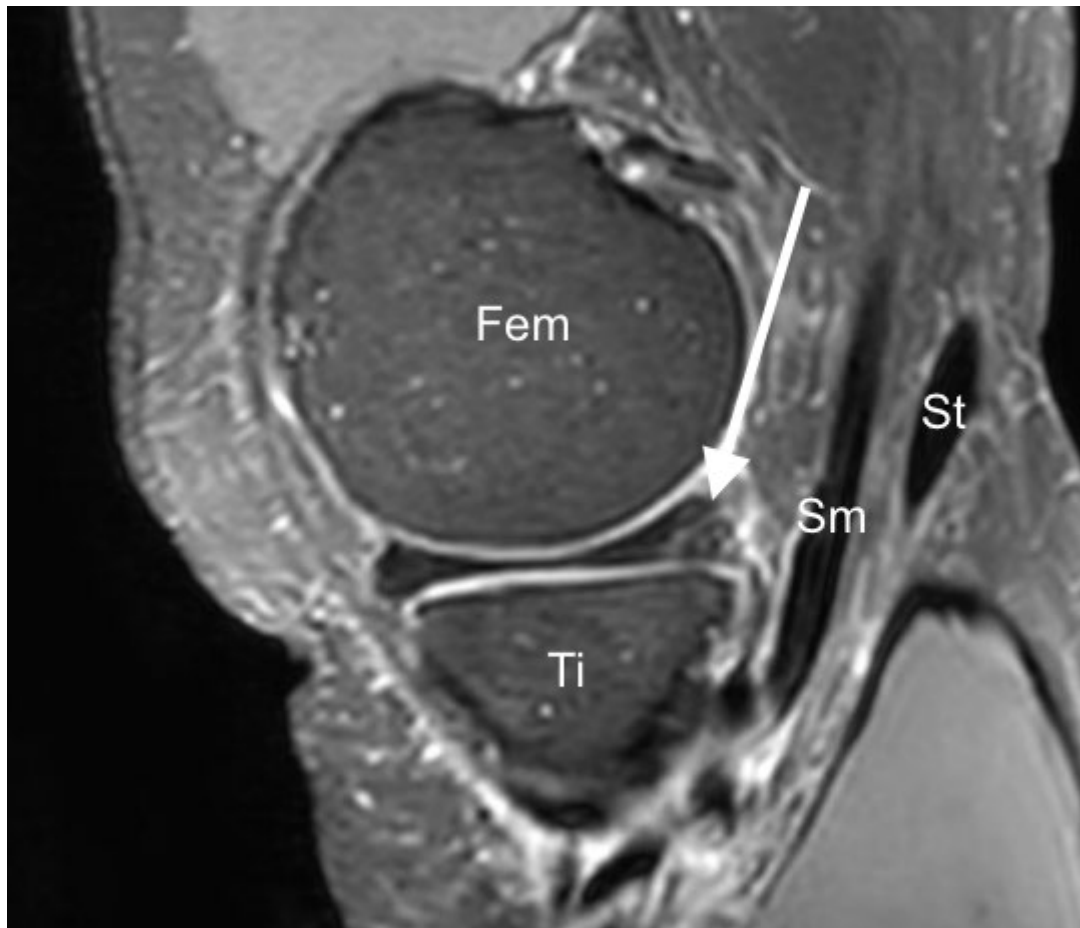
IRM en coupe sagittale et pondération DP Fat-Sat montrant une fissure horizontale de la corne postérieure du ménisque médial (flèche blanche), correspondant à un ménisque de type III selon la classification de Dorfmann et Boyer. Fem : Fémur. Ti : Tibia. Sm : SMT. St : Semi-tendineux.
